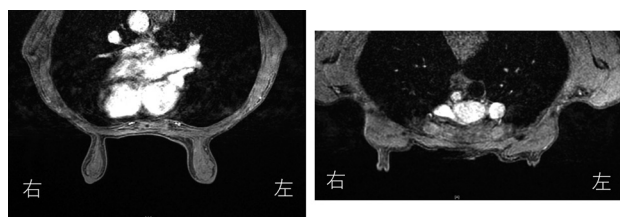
MRI images after primary chemotherapy
